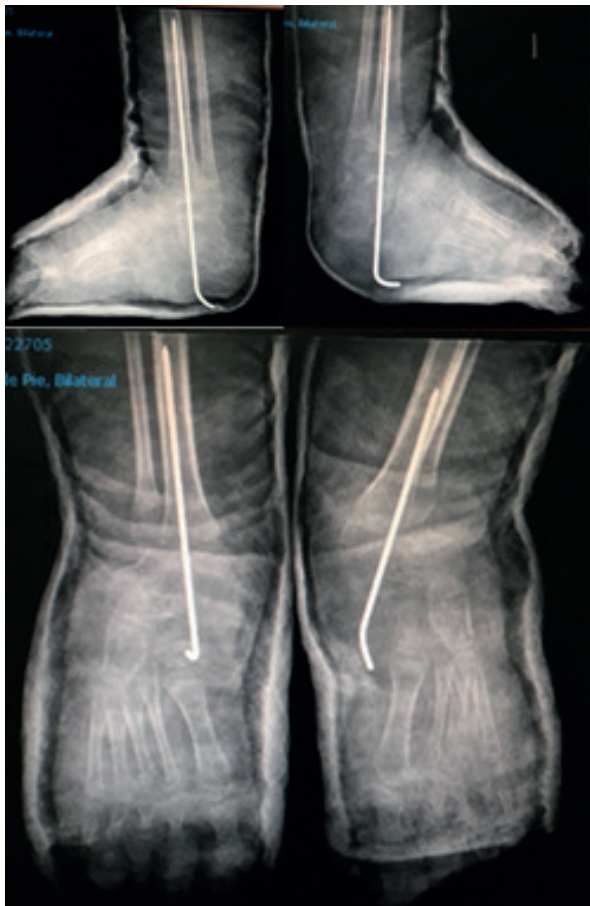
Radiografía bilateral lateral y anteroposterior postoperatoria (Caso 1).
